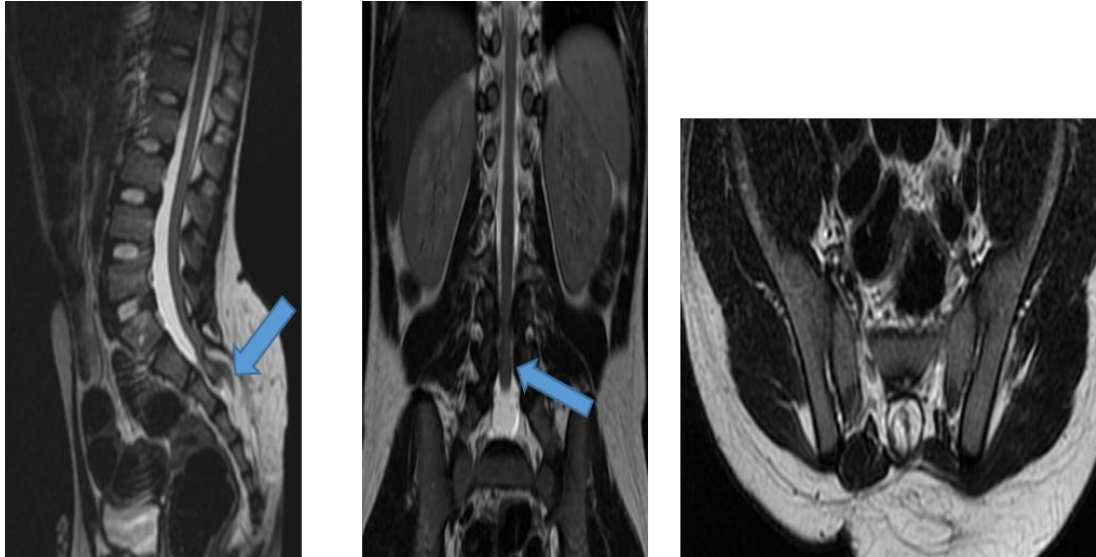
IRM médullaire en coupes sagittale (a) et axiale T2 (b) : objectivant une myéломéningocèle lombo-sacrée : notez la présence d'une herniation myéломéningée à travers un défaut osseux (flèche bleue).
